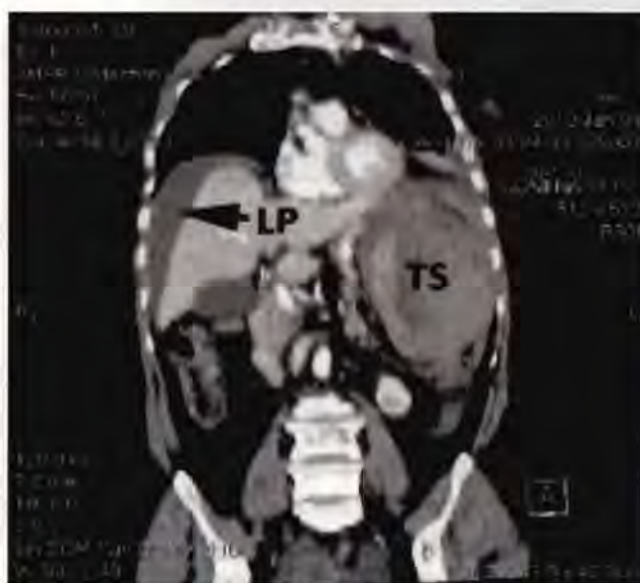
Imagine CT – secțiune coronală. Se observă traumatismul splenic gradul IV (TS) și hemoperitoneul (LP) în cantitate medie (colecția SCUB).
